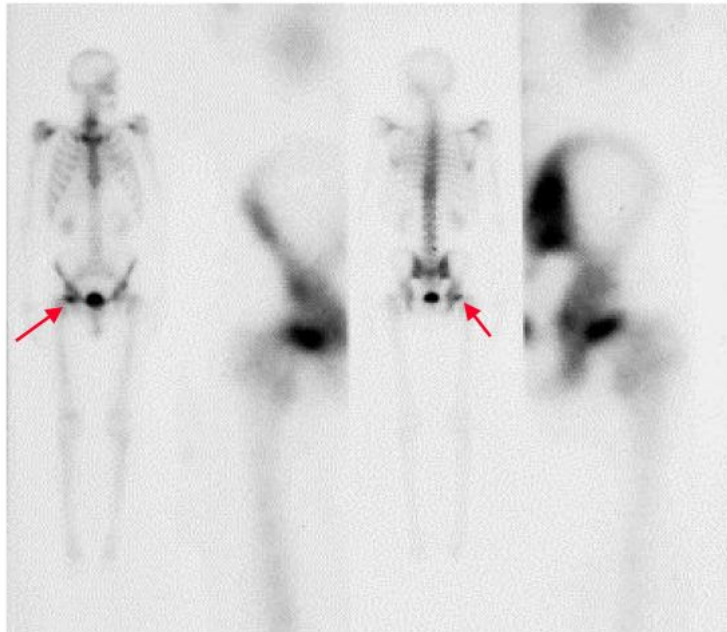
Détection d'une métastase osseuse sur scintigraphie planaire corps entier, par injection de ^{99m}Tc -HDP.
